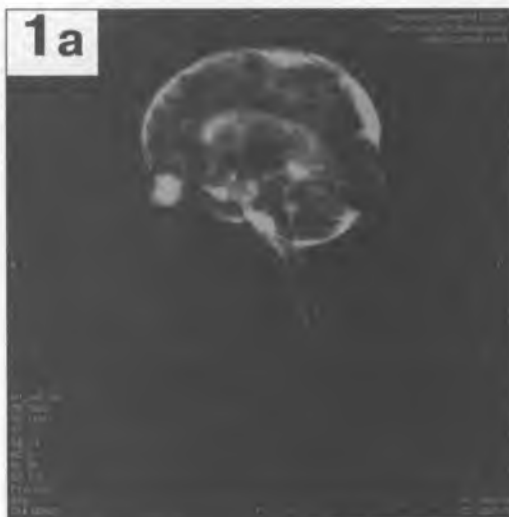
(начало). На рисунке приведена серия МР-томограмм пациентов О.Л. (1) и Л.Л. (2) в возрасте 11 дней, которые являются разнополой двойней. У первого ребенка (девочка) генетический анализ показал наличие синдрома Патау. Уже сравнение МР-миелографических изображений (1а и 2а) показывает наличие гипоплазии полушарий головного мозга у пациентки (1) с компенсаторной гидроцефалией, особенно ярко выраженной в теменных долях. На приведенных TSE T₂-взвешенных аксиальных томограммах (1b и 2b) у больной О.Л. (1b) в левой теменной доле выявляется более низкая дифференциация на серое и белое вещество, объем вещества мозга левого полушария снижен, субарахноидальные пространства также компенсаторно расширены. Левый боковой желудочек (1b) шире правого, с преимущественным расширением заднего рога, около которого (паравентрикулярно) выявляется очаг демиелинизации неправильной формы (с относительно ровными, нечеткими контурами), достигающий коры левого полушария. Данный очаг был расценен как миеломалация. В области теменных долей у той же девочки (1а) выявляются элементы микро- и пахигиирии, больше выраженные слева. Отметим, что в отличие от мозга здорового мальчика (2b) у нее (1b) практически не дифференцируется белое вещество внутренней капсулы, и степень миелинизации белого вещества головного мозга заметно отстает. Подкорковые ядра в целом сформированы обычно у обоих пациентов.
